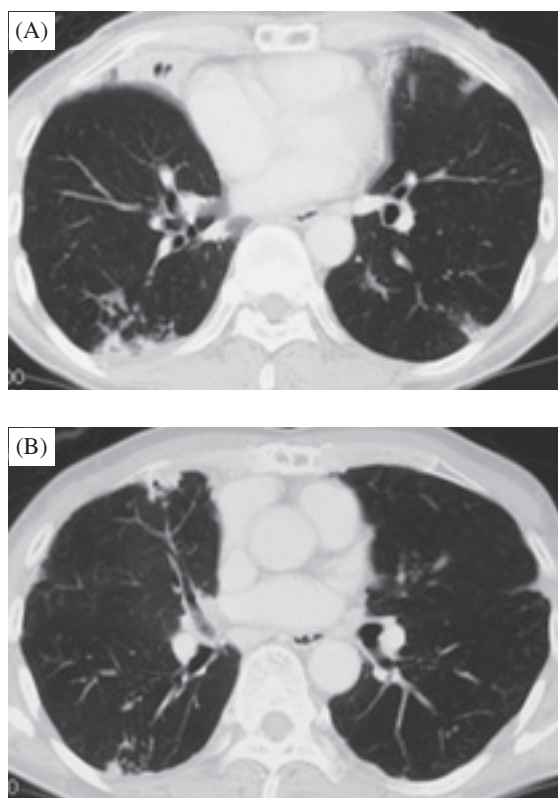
Chest CT showed consolidation with bronchiectasis in right middle lobe (A). Bronchiolitis of tree-in-bud signs mainly in both S⁶ (B).
